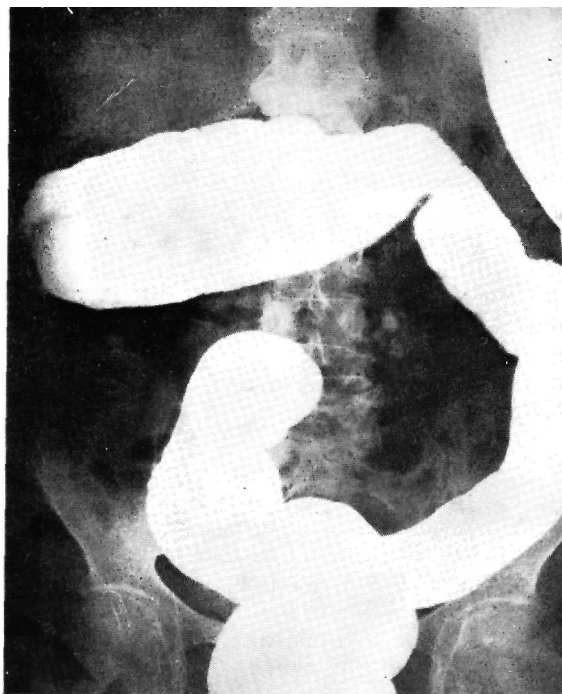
Рентгенологическая картина илеоколической инвагинации
